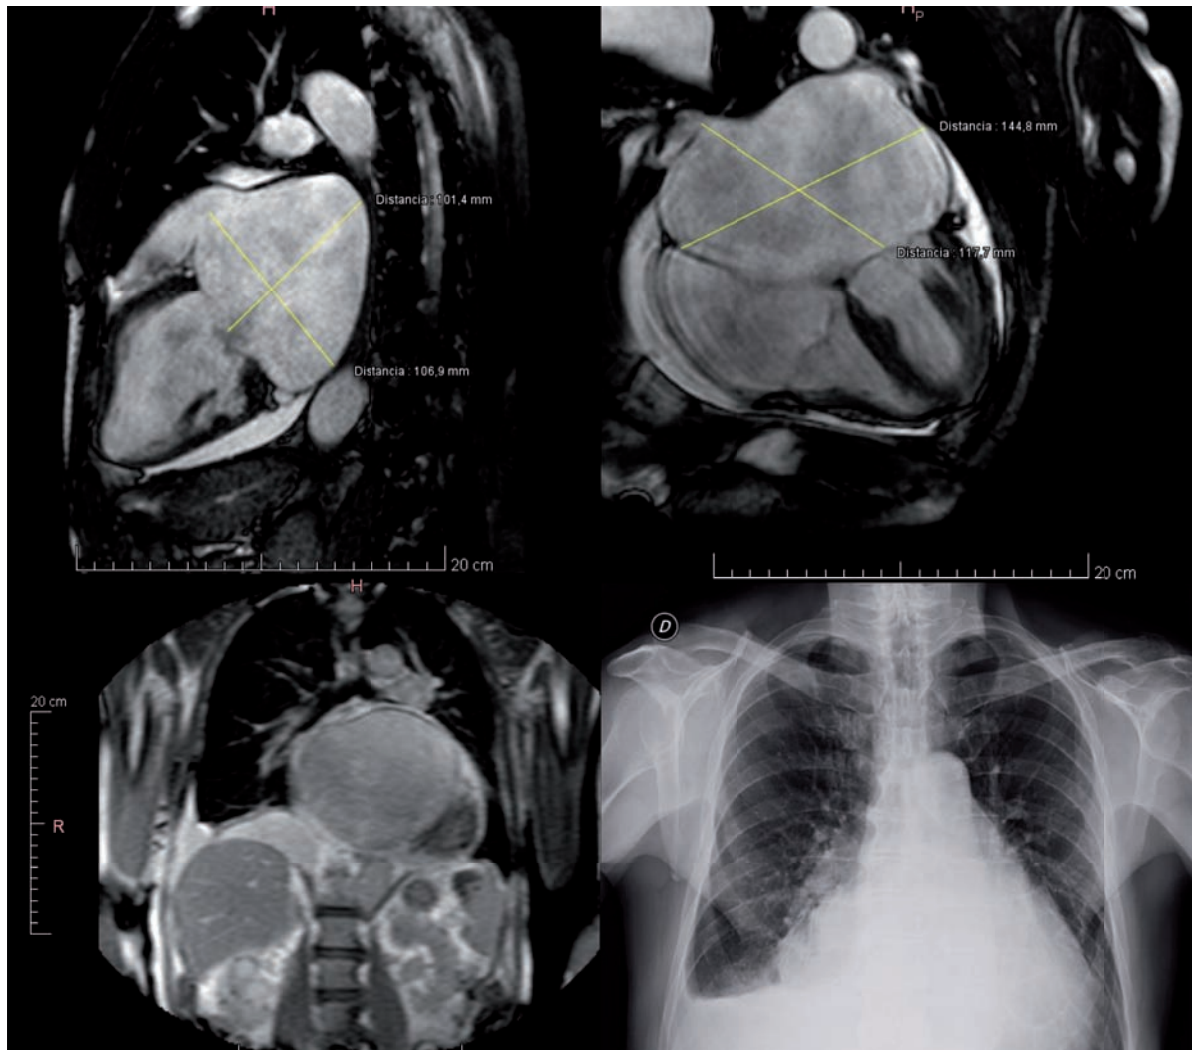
Resonancia magnética nuclear cardíaca donde se evidencia una aurícula izquierda gigante que ocupa gran parte de la cavidad torácica izquierda: (a) reconstrucción sagital; (b) reconstrucción axial; (c) reconstrucción coronal; (d) Radiografía anteroposterior de tórax
